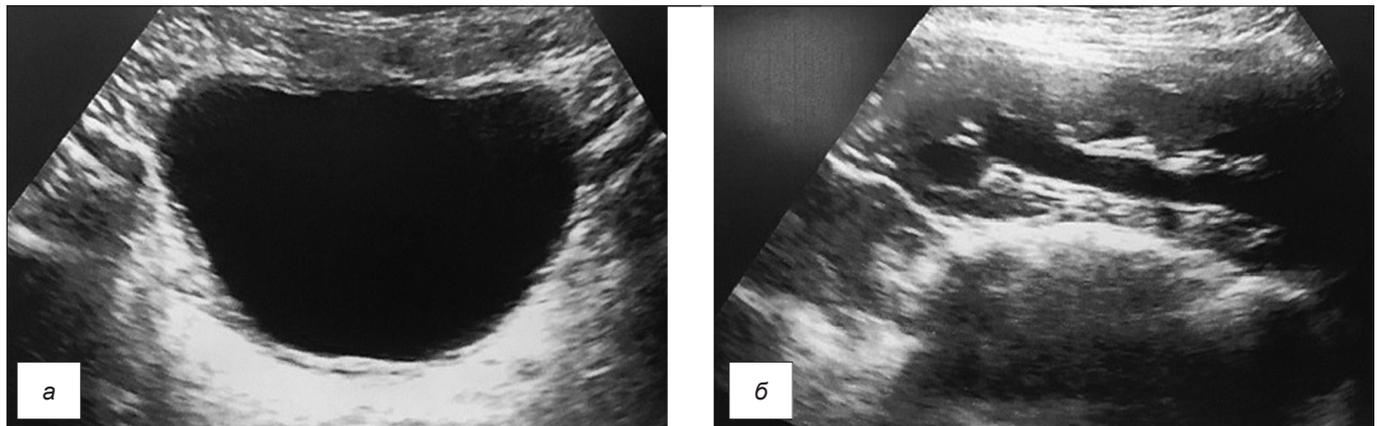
УЗИ в В-режиме мальчика Г., 13 лет, через 6 мес после лапароскопической уретероэцистоимплантации: *а* – мочевого пузыря, мочеточники не расширены; *б* – правая почка, без расширения коллекторной системы.
